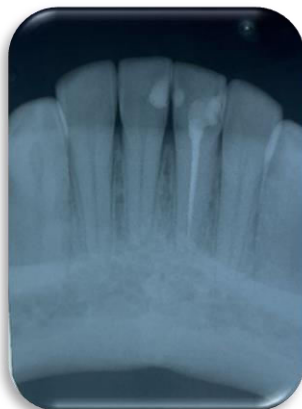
Radiografia Acompanhamento, observa-se regressão da lesão periapical nos incisivos inferiores.
